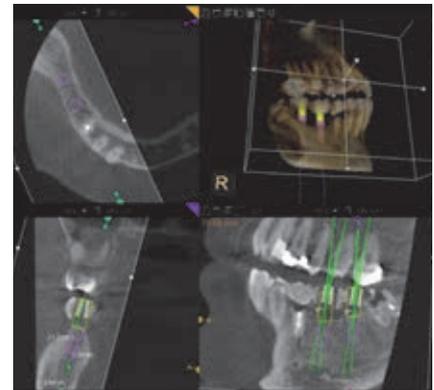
診断用ワックスアップをもとに製作した診断用テンプレートを装着して撮影した CT 画像。
